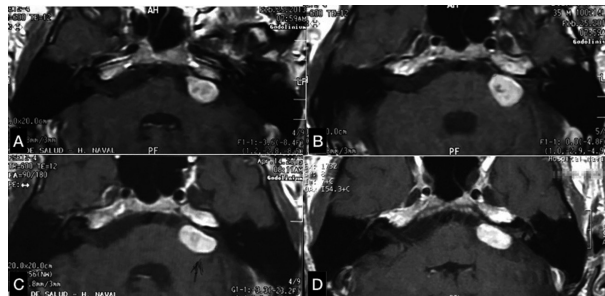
Secuencia de cortes axiales de RMN con gadolinio, antes y después del tratamiento con radiocirugía multisección A: Pequeña remanencia tumoral de schwannoma vestibular resecado en 2010, que aumentó de tamaño en el año 2011. B: Se realizó radiocirugía el mismo año, observándose ligera reducción del tamaño tumoral en las últimas RMN de control (C y D).
